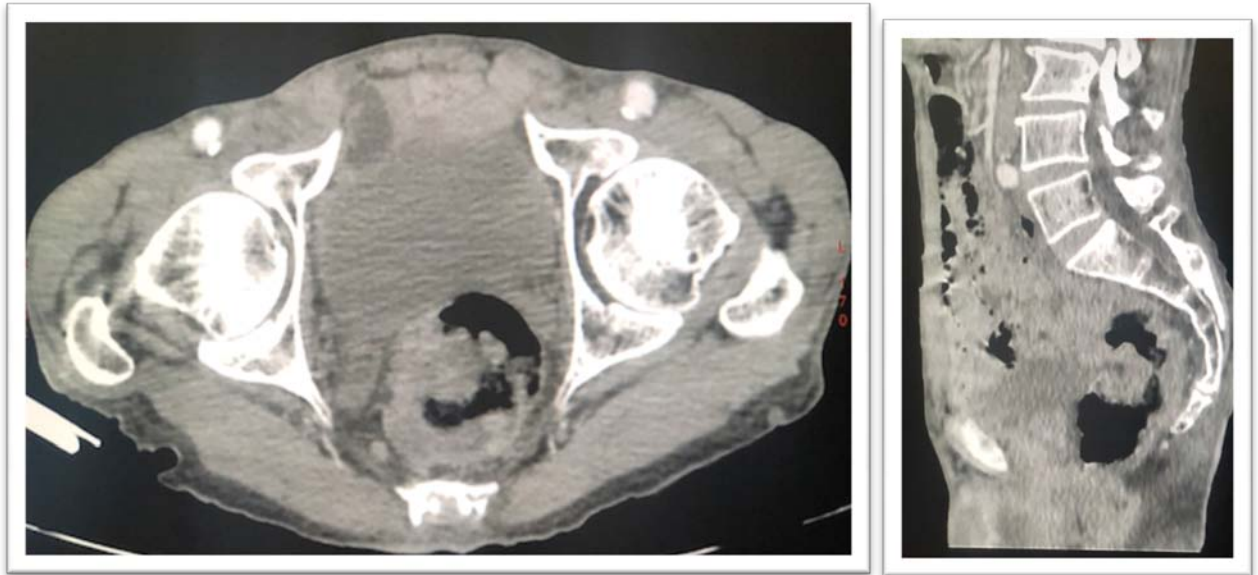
TDM EN Coupes axiales et reconstruction sagittale :
